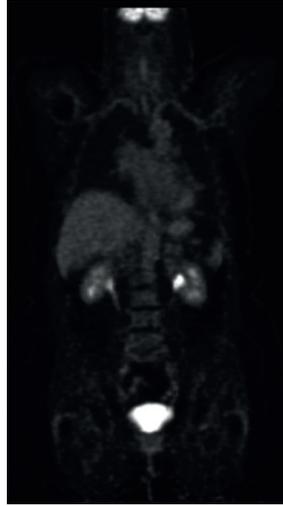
CT-, PET- und PET/CT-Fusionsbilder, die nach Gabe des Radiopharmakons 18F-Fluordesoxyglucose (FDG) aufgenommen wurden
